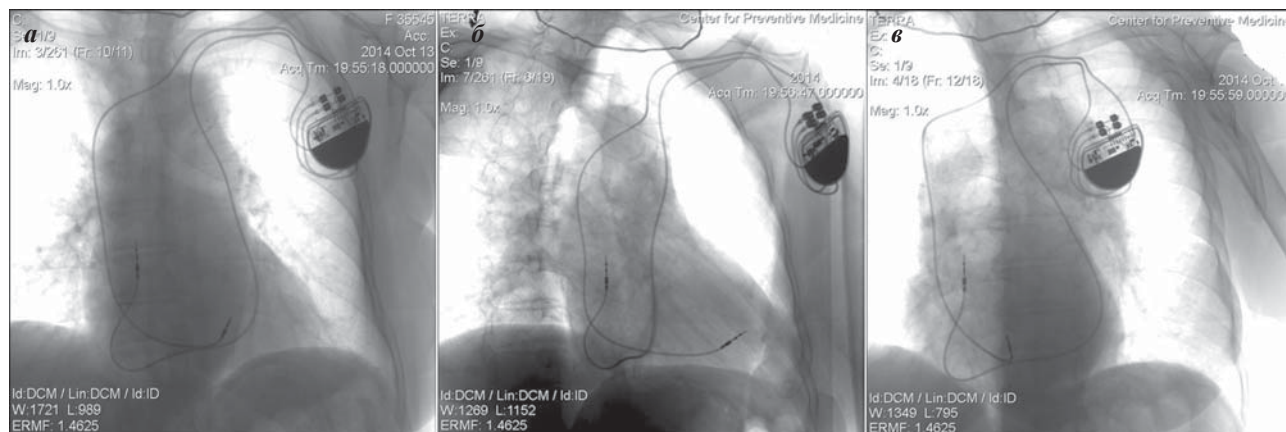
Рентгенограмма в задне-передней (а), правой (б) и левой (в) косо́й проекции. Желудочковый электрод проведен через правую верхнюю полую вену. Предсердный электрод - через персистирующую левую верхнюю полую вену.
